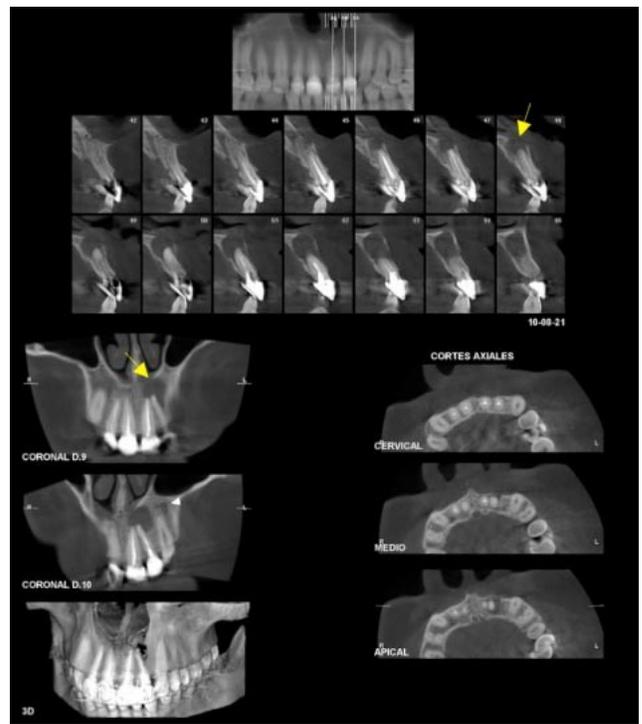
Tomografía computarizada cone beam maxilar superior. En este examen solicitado previamente, febrero 2021 las flechas amarillas indican presencia lesión osteolítica en relación a dientes 2.1 y 2.2.
